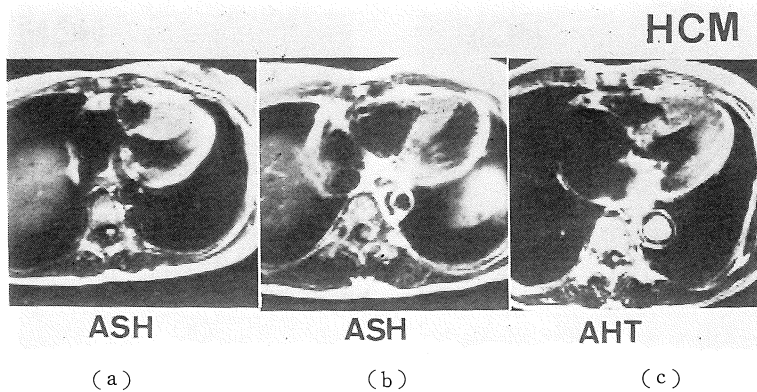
Representative cases of hypertrophic cardiomyopathy by MRI (transverse section).
